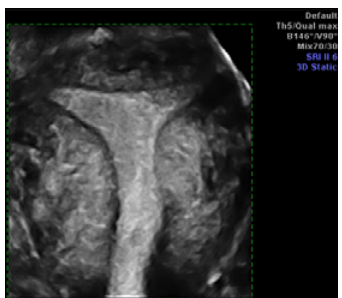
USG-3D: Uter T-shaped [caz de cercetare]
